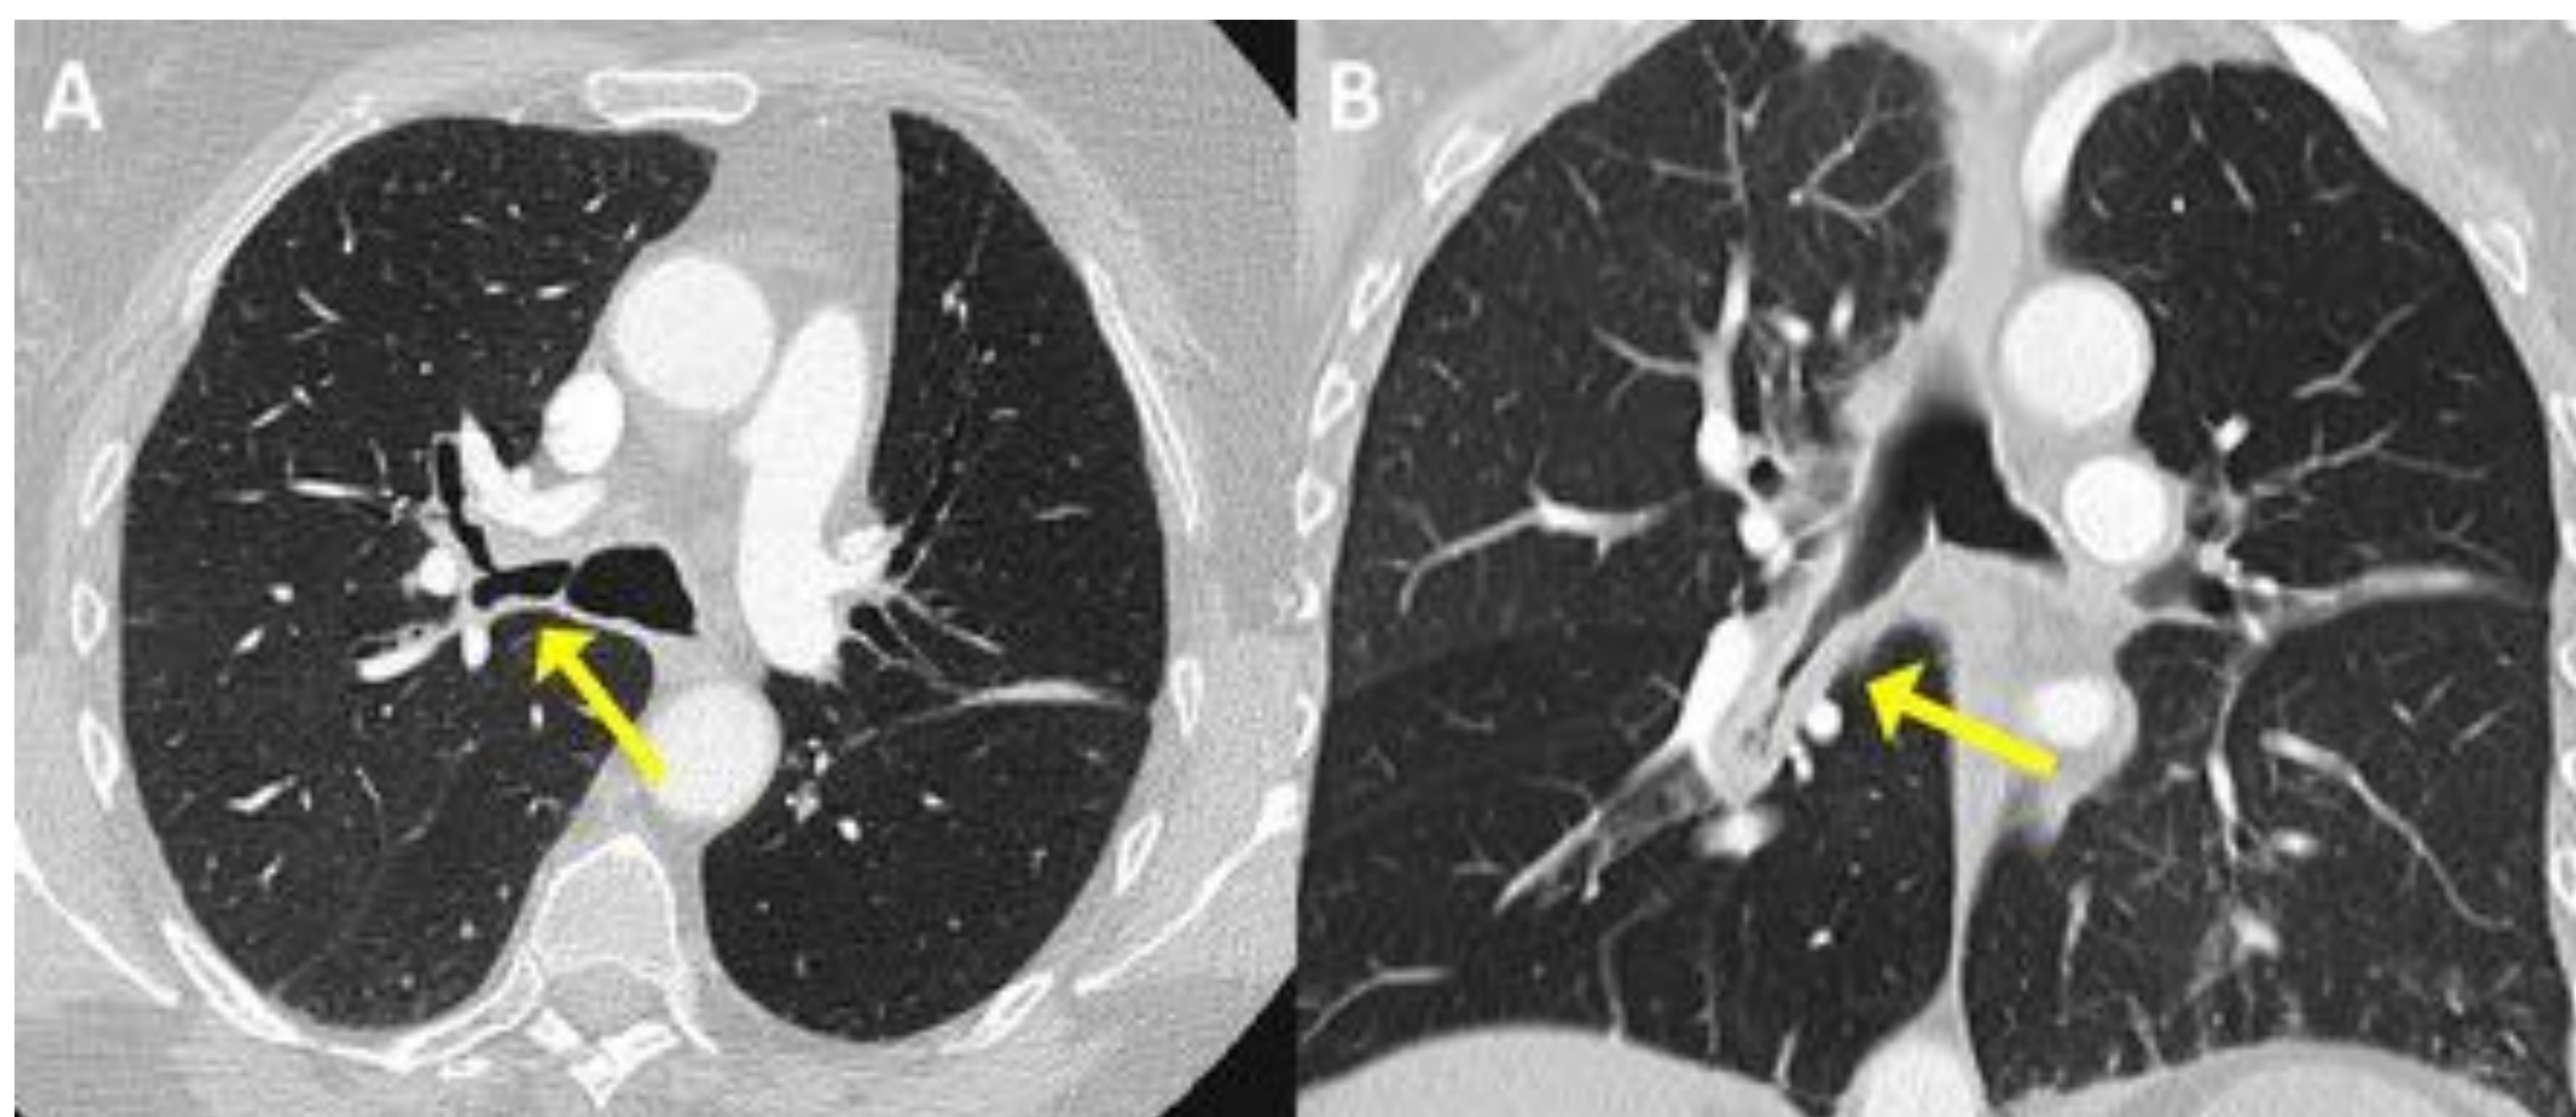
Paciente de 63 años diagnosticado de GPA. Imagen axial (A) y reconstrucción MPR coronal (B) en ventana de pulmón de TC torácica con contraste en las que se aprecia un engrosamiento de las paredes bronquiales y de la tráquea distal que en algunos puntos causa estenosis luminal (flechas amarillas).
